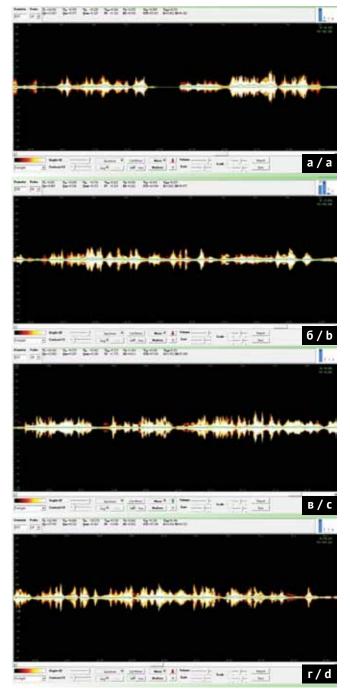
Допплерограммы пациентов четырех групп: а) группа A; б) группа Б; в) группа B; г) группа Γ Fig. 4. Doppler flowmetry of patients from four groups: a) group A; b) group B; c) group B; d) group D
